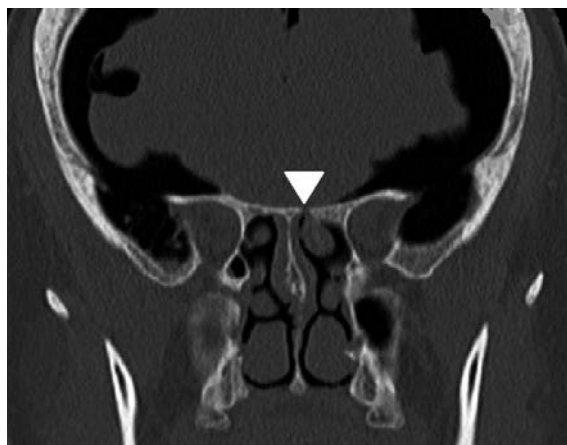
Feinschicht-Computertomographie des Schädels, koronarer Schnitt durch die Frontobasis, Knochenfenster: Kortikalisdurchbruch der Rinne des Nervus olfactorius links.
